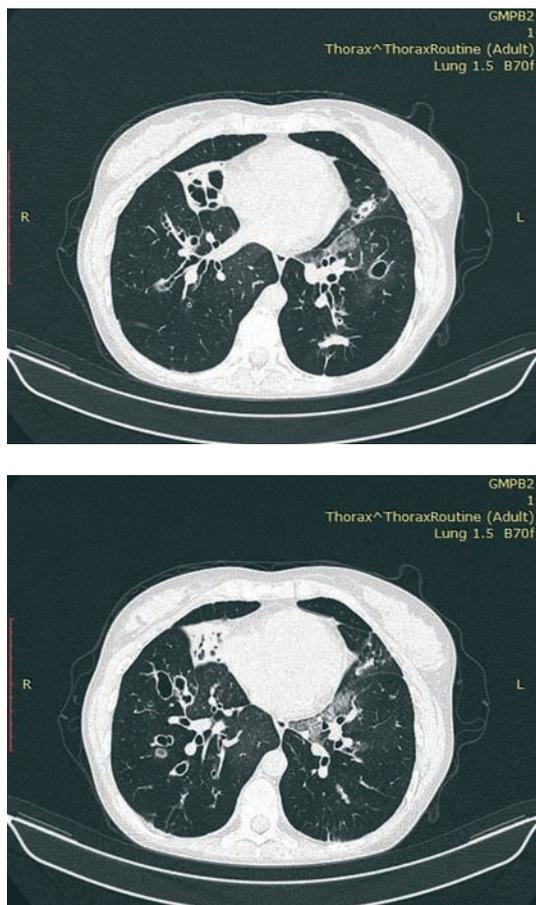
Спиральная компьютерная томограмма органов грудной клетки пациентки К. 31 года с муковисцидозом и COVID-19 (28.11.20)
